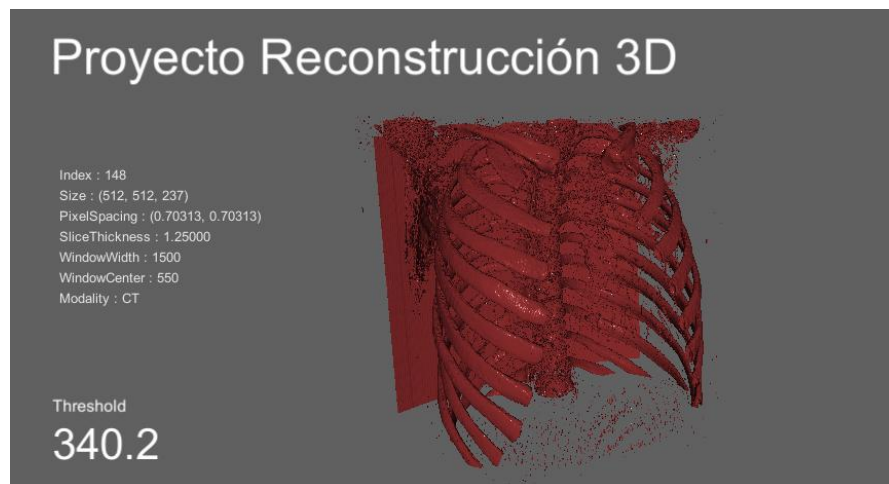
Reconstrucción 3D a partir de la CT de la colección Lung Phantom. Se visualiza la estructura ósea del fantoma torácico.
